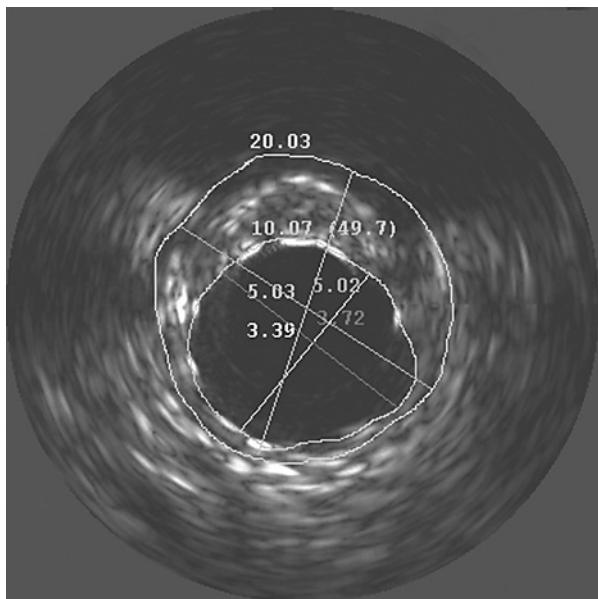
Ultrasonographic image of narrowed coronary segment before stent implantation
